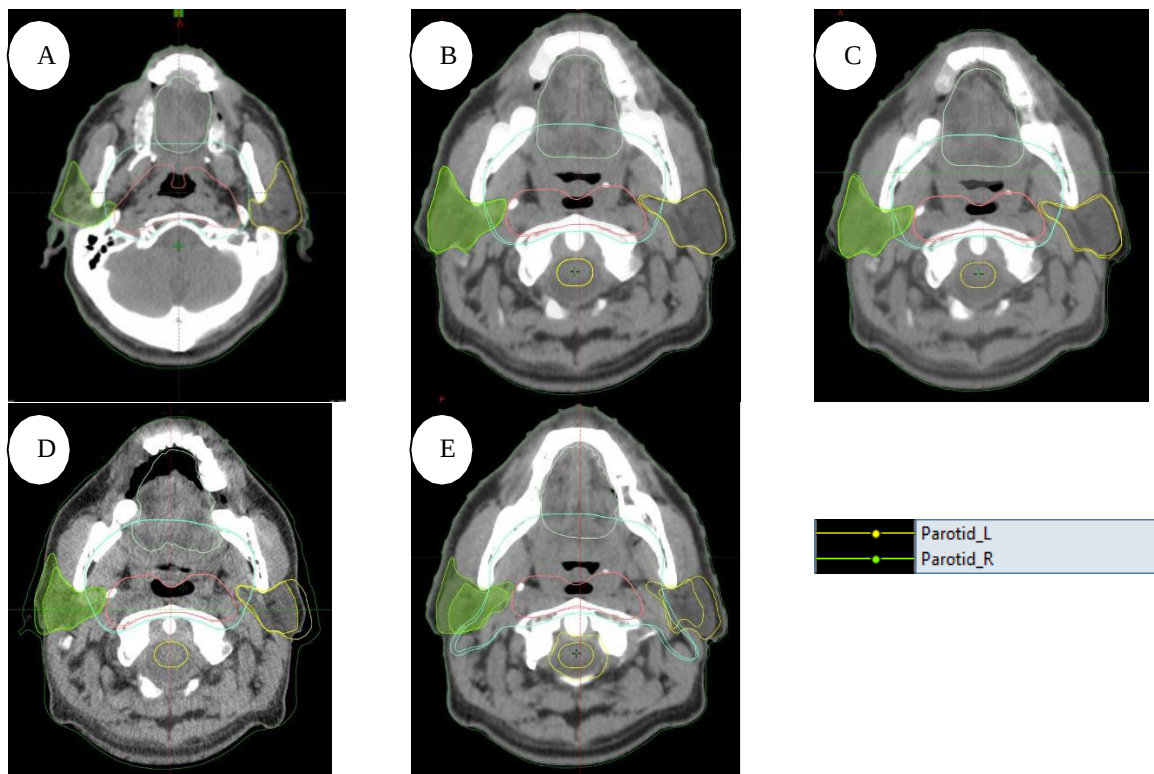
4. Structure avec CBCT (Parotides)
